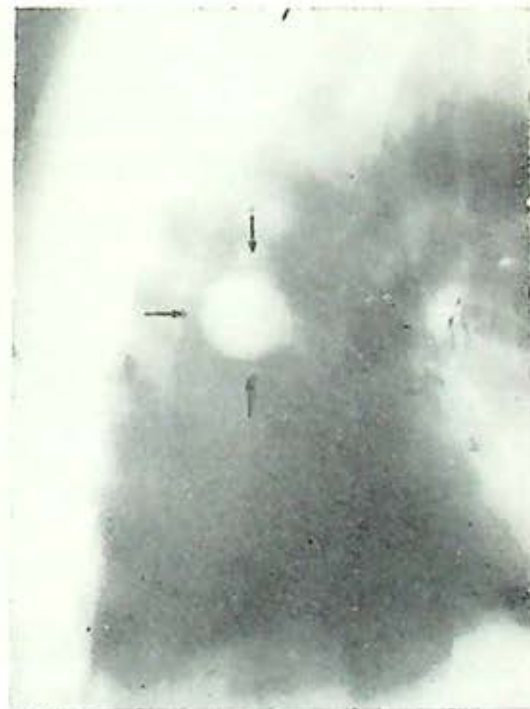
Radiografía P.A. de tórax y tomografía izquierda que muestran el quiste en segmento 6 izquierdo.
